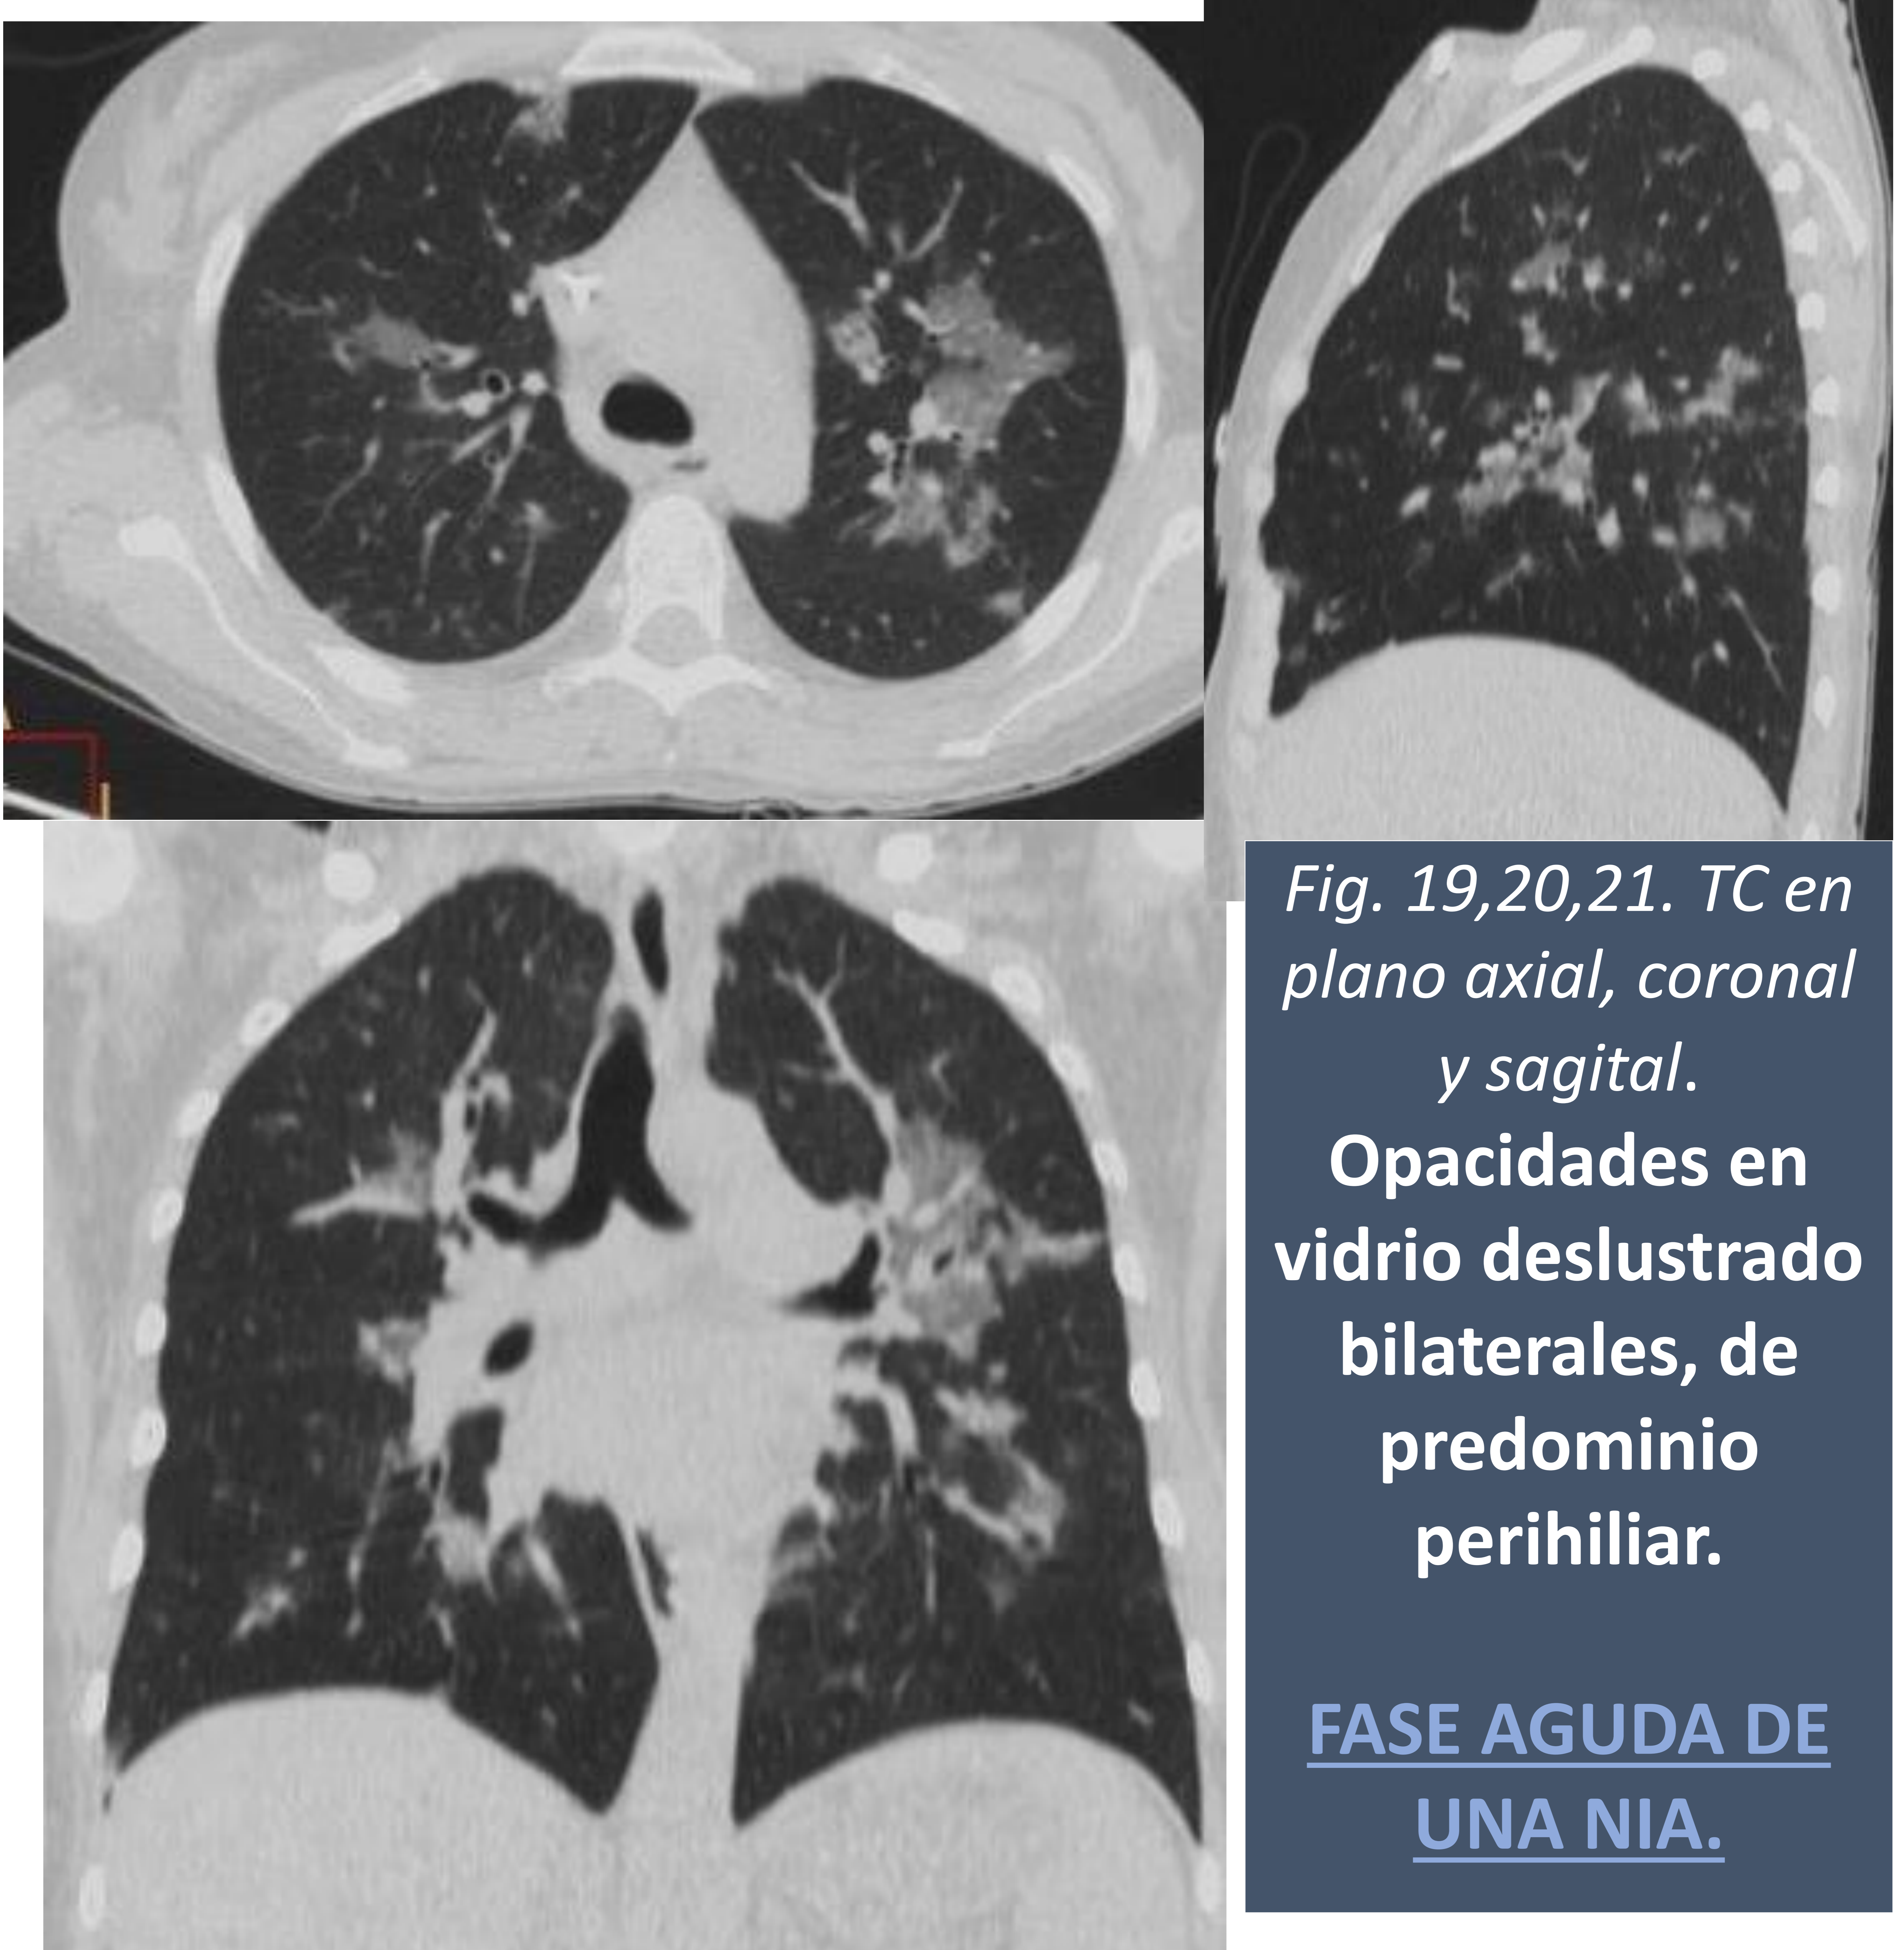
TC en plano axial, coronal y sagital.
